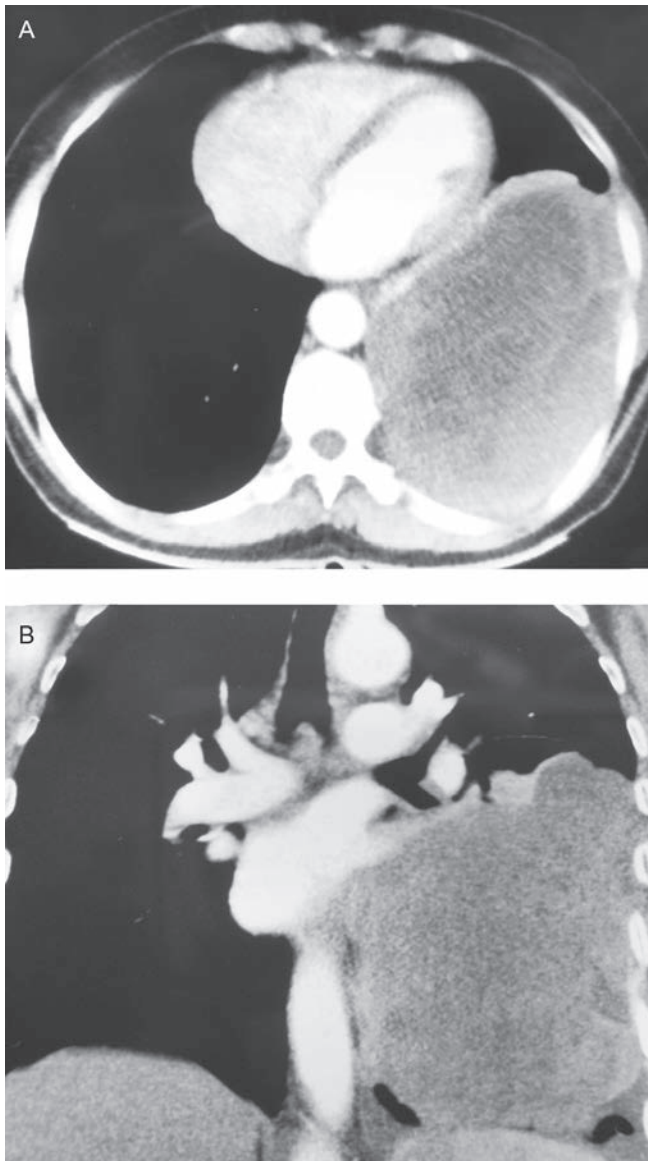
Tomografía de tórax que muestra un gran tumor fibroso solitario de la pleura en el hemitórax izquierdo (Caso 2).
